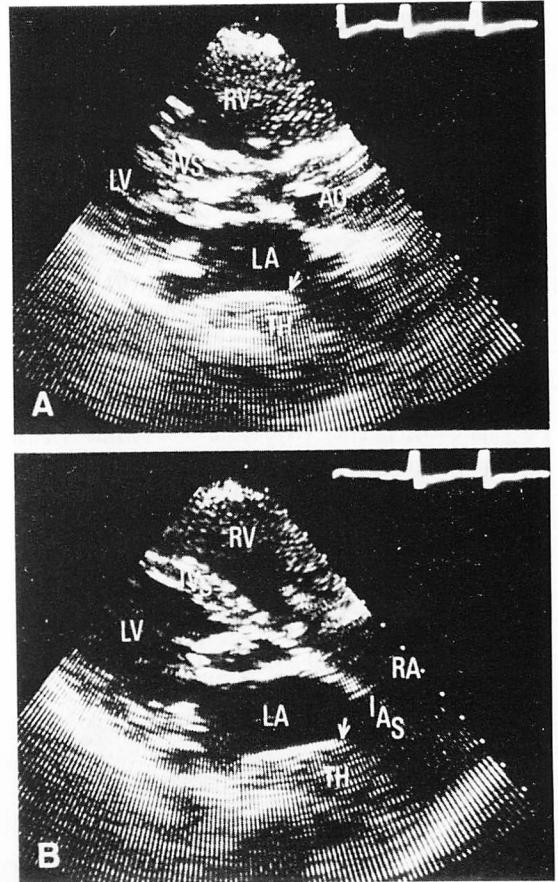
Cross-sectional echocardiograms in a 37-year-old male with mitral stenosis after closed mitral commissurotomy.
